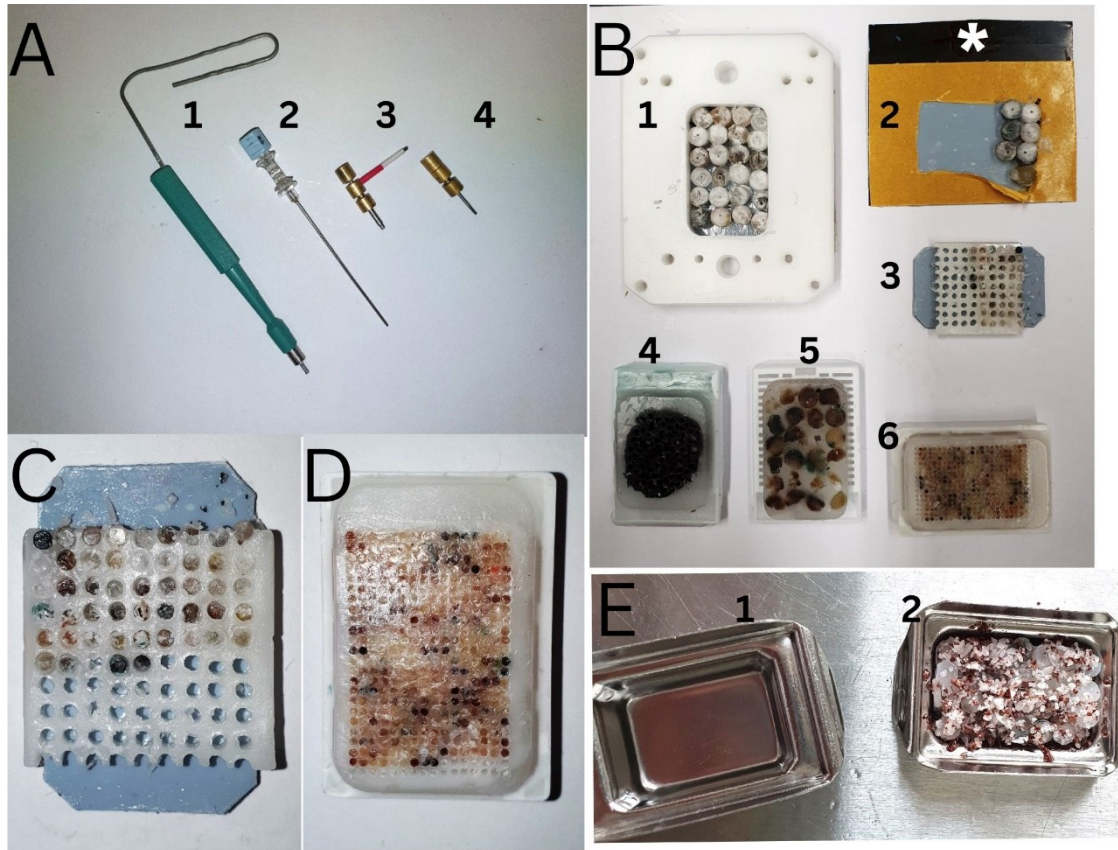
Material und Verlauf der Bestückung der TMAs A (1) 5 mm durchmessende Hautbiopsiestanze; (2) 1 mm durchmessende Gewebestanze; (3/4) 2 mm durchmessende Gewebestangen B (1) 24 (4x6) 5 mm durchmessende Gewebecores mit Ausgießrahmen (Kunststoff) auf doppelseitigem Klebeband; (2) Bestückung des auf einer Röntgenfolie (*) befestigten doppelseitigen Klebebandes (Sandwichträger) mit 5 mm durchmessenden Gewebecores; (3) Bestückung des Akzeptorblockes mit 2 mm durchmessenden Gewebecores auf Sandwichträger; (4) Gewebeparaffinblock Markergewebe Melanometastase; (5) TMA mit 5 mm durchmessenden Gewebecores auf beschrifteter Plastikkassette; (6) Vorgebohrter Akzeptorblock mit bereits zahlreichen eingestellten 1 mm durchmessenden Gewebecores. C Nahaufnahme 2 mm Akzeptorblock. D Nahaufnahme 1 mm Akzeptorblock vor dem Aufschmelzen; E (1) Stahlmodell zum Gießen eines Paraffinblockes (2) 5 mm Gewebecores auf Sandwichträger mit zerkleinertem paraffiniertem Lebergewebe zum vereinfachten Abgrenzen der in den TMA eingestellten Cores.
